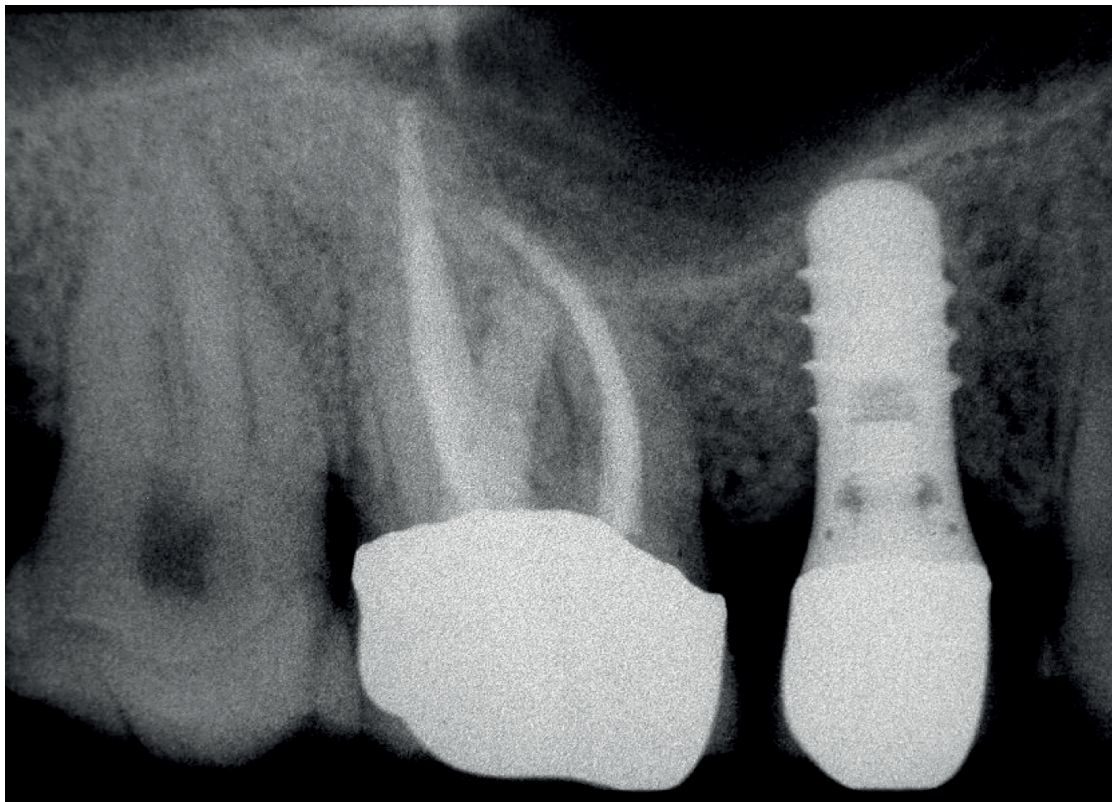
Die Röntgenkontrolle zum 1-Jahres-Recall (08.03.2005) zeigt eine deutliche knöcherne Regeneration sowie eine prothetische Neuversorgung.
